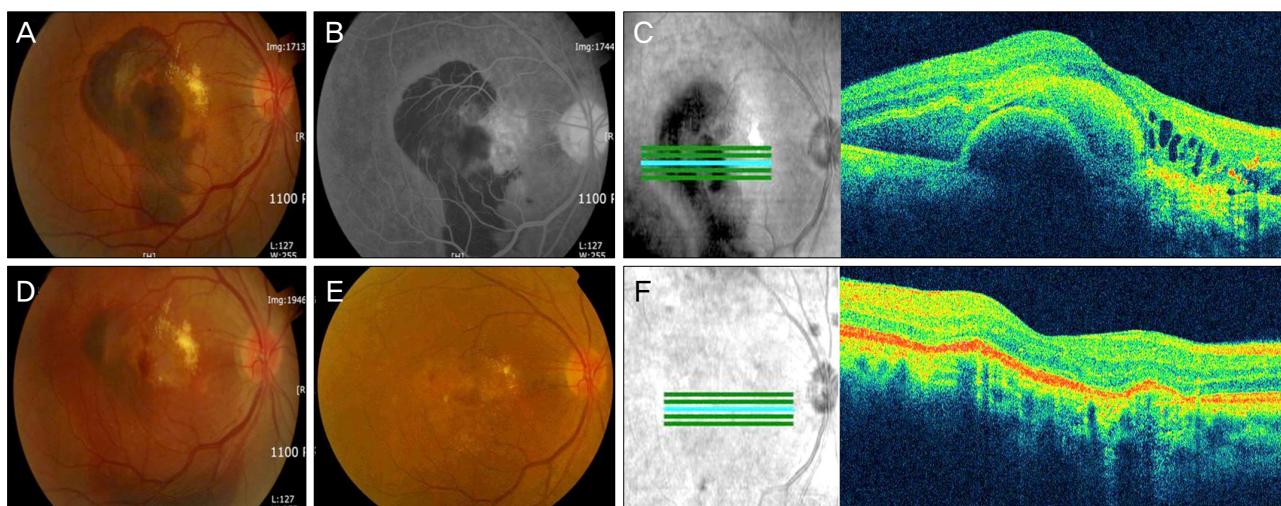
Color photograph (A), fluorescein angiography (B) and optical coherence tomography (C) of case 1 before treatment. Postoperative 3 days after intravitreal C3F8 and anti-VEGF injection (D). On 12 months, color photograph (E) and optical coherence tomography (F).
